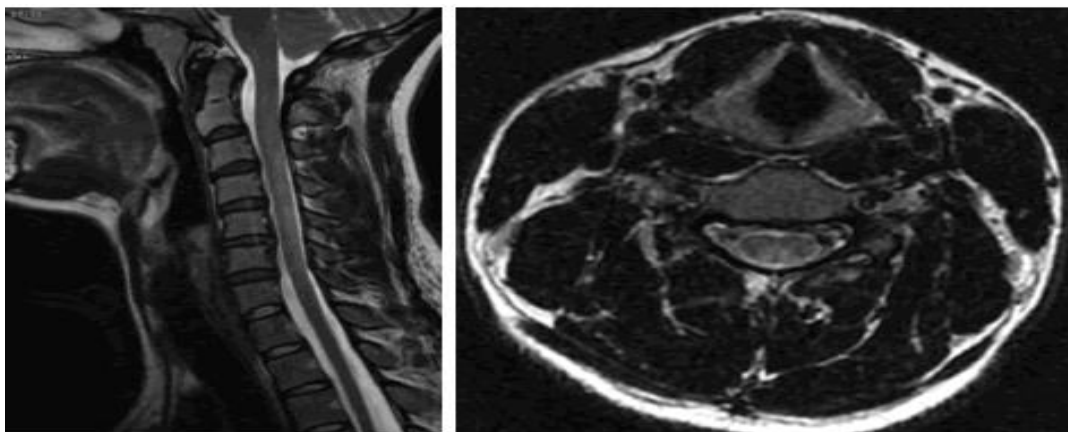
Hình ảnh tổn thương trên MRI cột sống cổ của bệnh nhân
